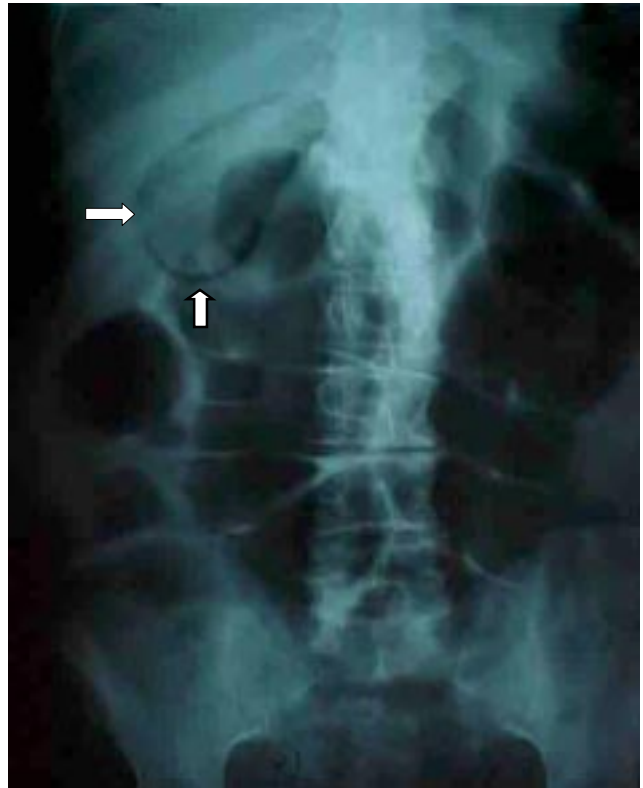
Radiografía simple de abdomen.
